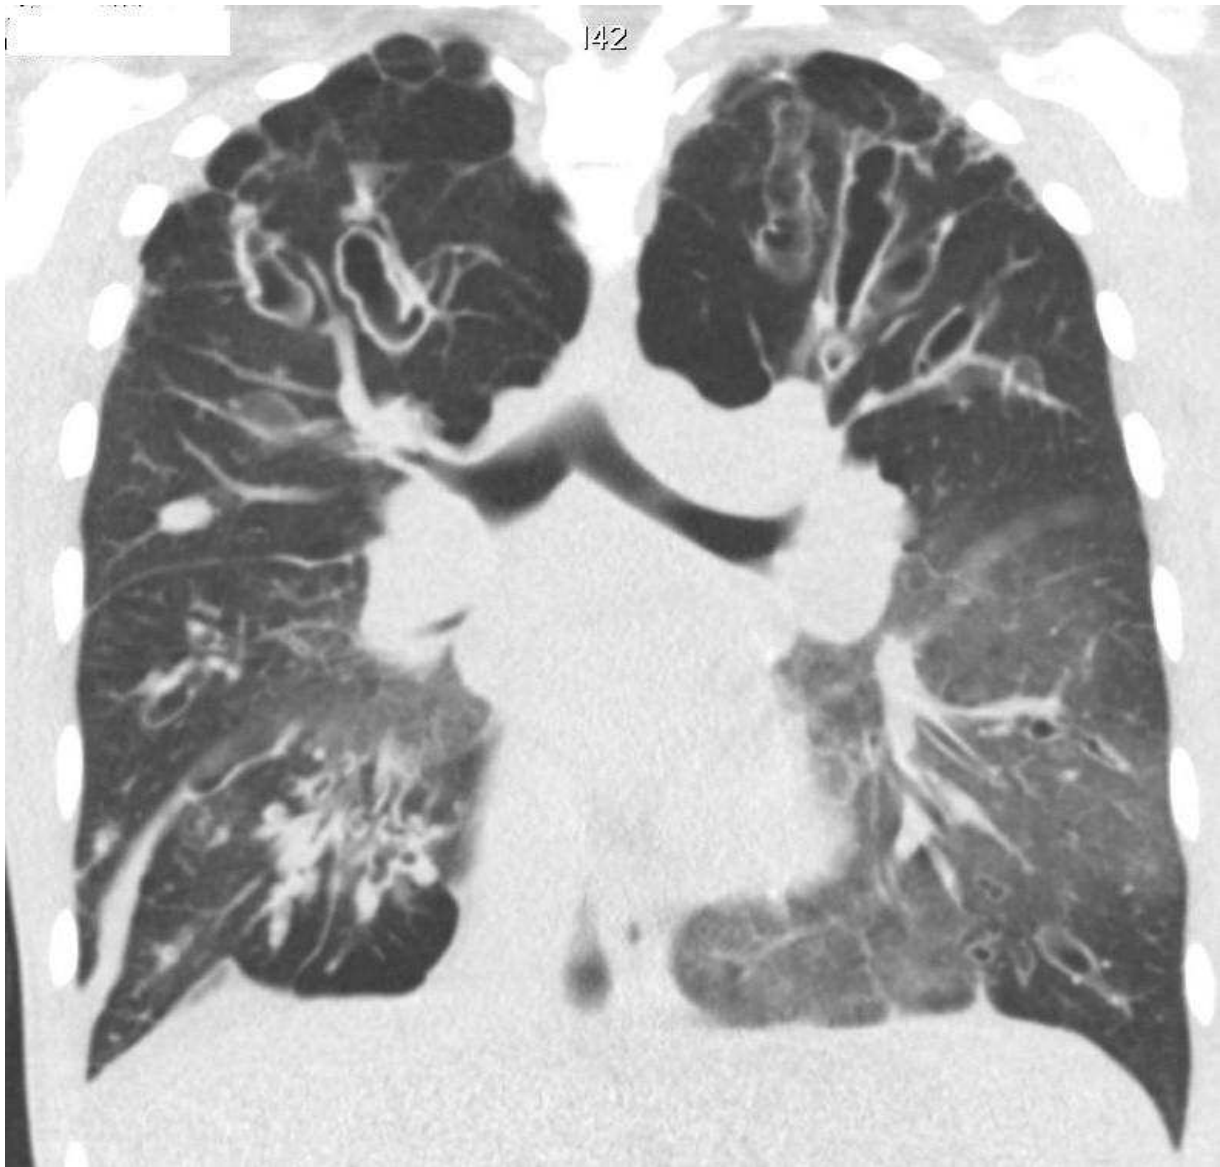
CT Thorax Aufnahme in low dose Technik; Coronare Schichtungen mit typischen Mukoviszidose assoziierten Lungenveränderungen
